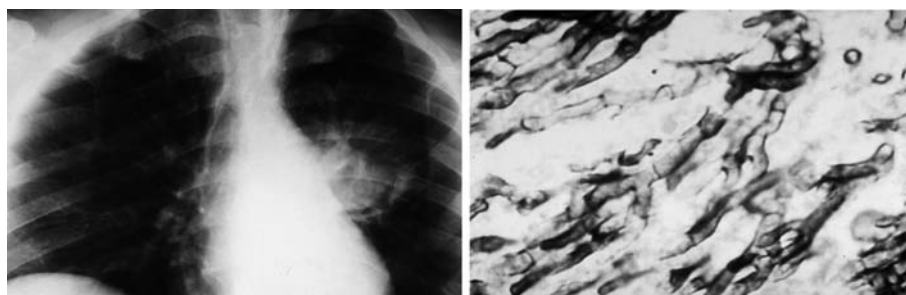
Neumonía por *Aspergillus* en paciente neutropénico. En la radiografía (izquierda), se observa un mictoma. Imagen de lavado broncoalveolar del mismo paciente (derecha), donde se observan hongos filamentosos tabicados.
